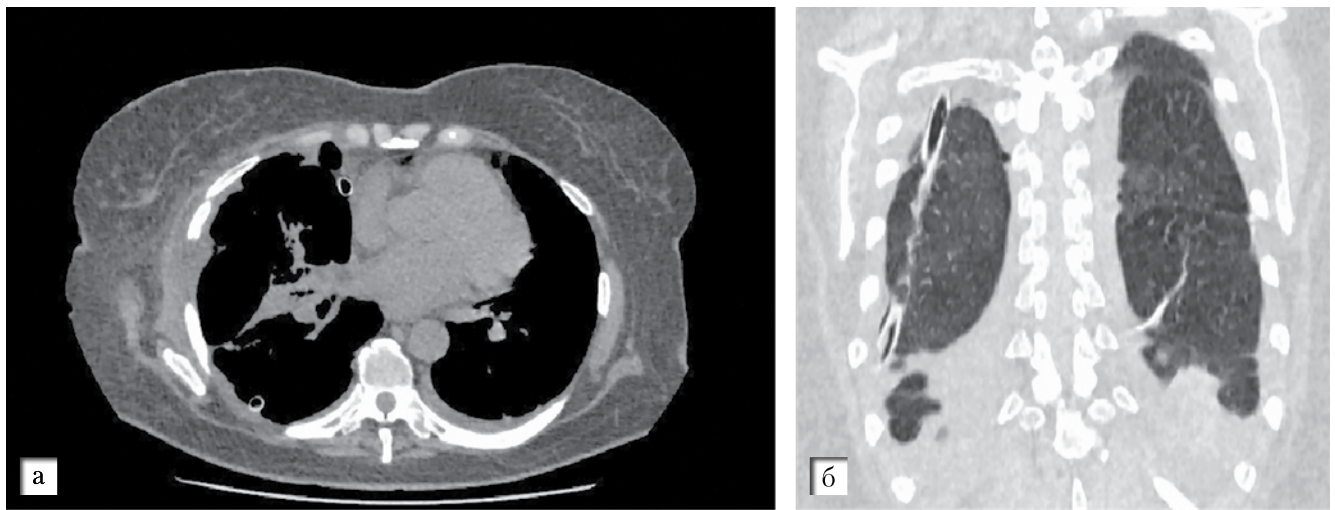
Больная Ч. 64 лет. КТ ОГК на 3 сутки после операции (а) – медиастинальный режим сканирования – отсутствие опухоли в правом гемотораксе (б) – 3D-реконструкция. Правое легкое расправлено. Определяются небольшие участки пневмофиброза. В правой плевральной полости трубчатые дренажи
